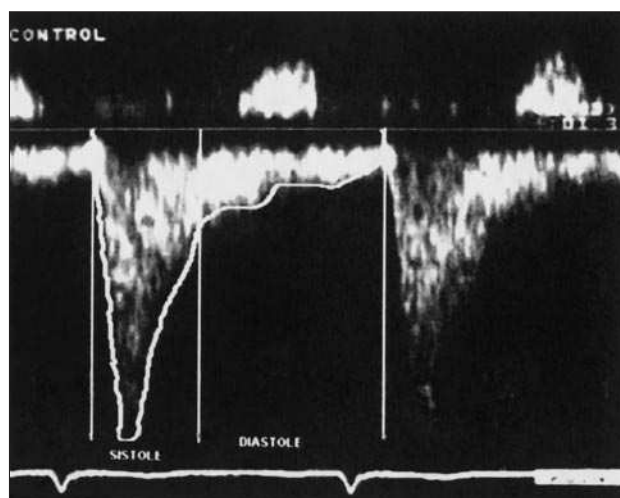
Registro Doppler de la velocidad del flujo de AMI no injertada. El flujo es de características arteriales sistémicas, con un marcado predominio del componente sistólico.
